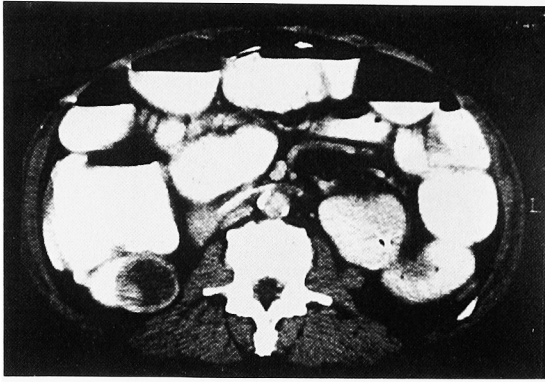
Abdominal CT revealed cystic tumor, the diameter of which was about 2 cm, in the lower pole of right kidney. The wall of the cystic tumor, which was enhanced was partially irregular.
